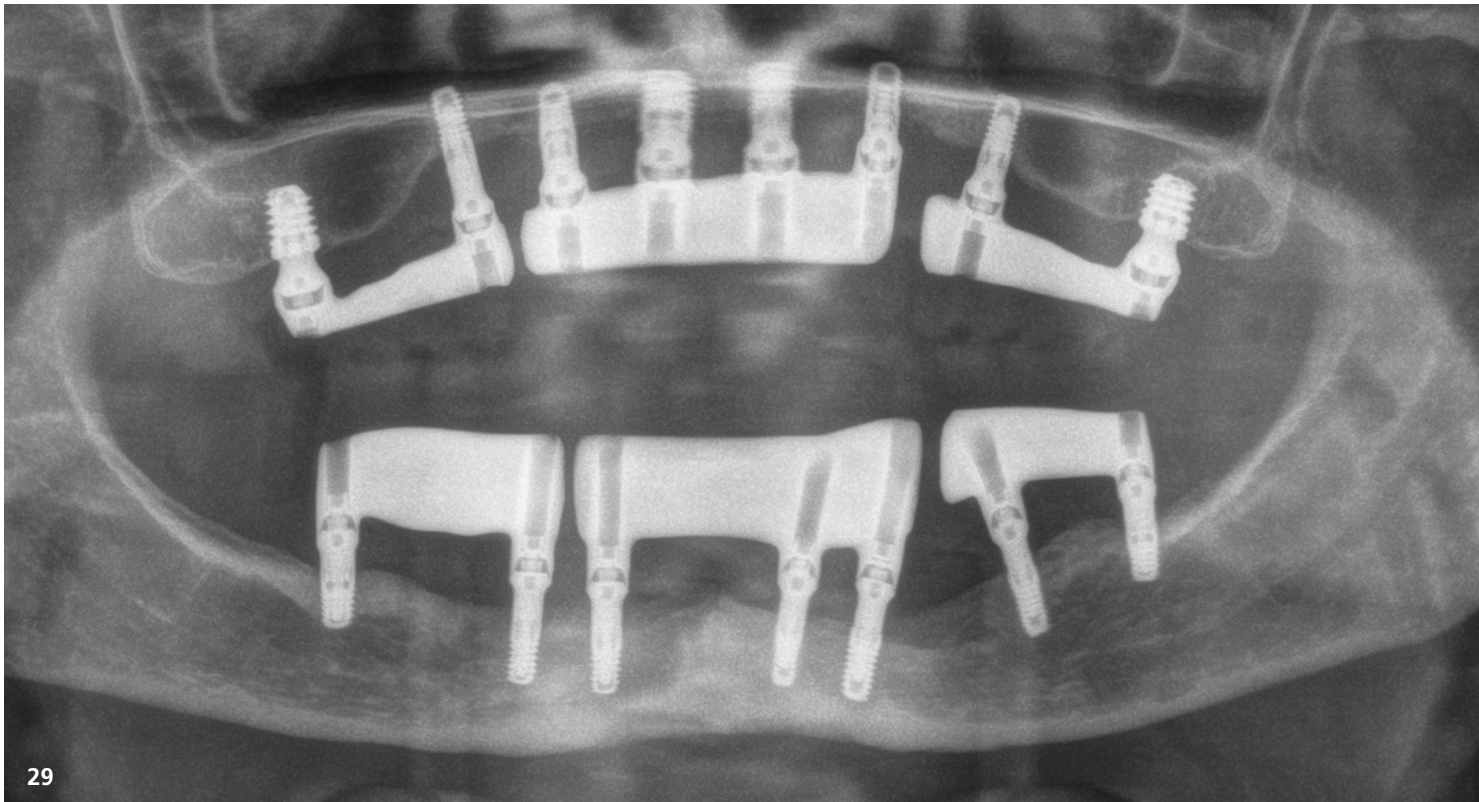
Abschlussröntgenbild der Patientin bei der Nachuntersuchung nach einem Jahr mit der definitiven Versorgung. Die Dreiteilung der beiden Hybridprothesen verbessert die Knochenflexion (im Unter- wie im Oberkiefer) während der Kaubewegungen.
